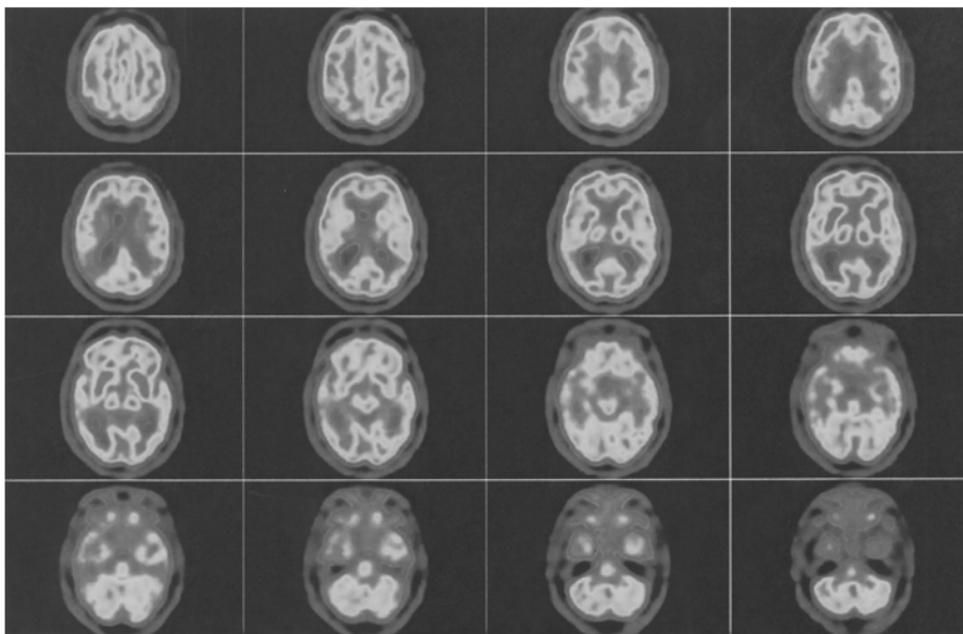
Estudio FDG PET en un paciente con EA. Hipometabolismo de la corteza parietal bilateral y afectación de la corteza del lóbulo temporal. (Imagen cedida por Centro PET Complutense).
